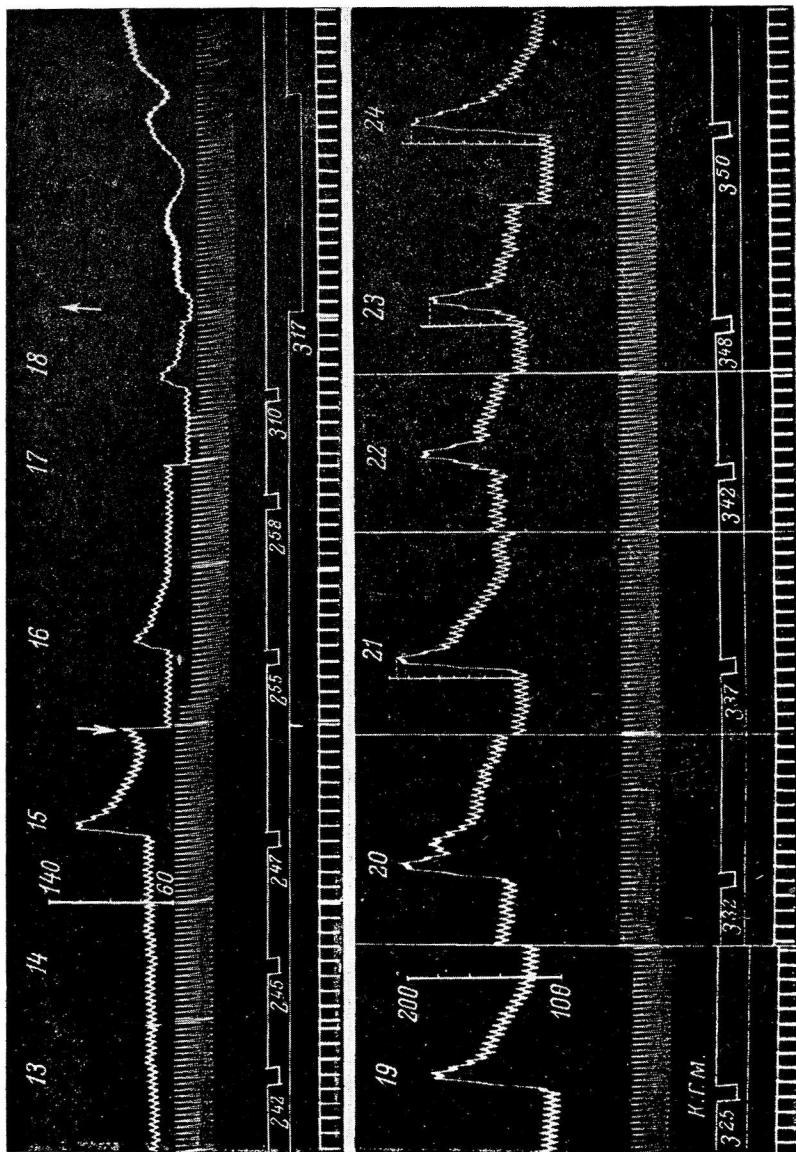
(продолжение). Двухфазное изменение кортикальных прессорных реакций (на раздражение коры головного мозга в области *girus cuneatus anterior*) и прессорных рефлексов с соматического нерва *p. tibialis* при дробном кровопускании. Восстановление тех и других реакций (с повторением первой фазы) после реинфузии взятой крови. Опыт от 19 II 1962 Котка, эфирное оглушение, кураре, искусственное дыхание.
